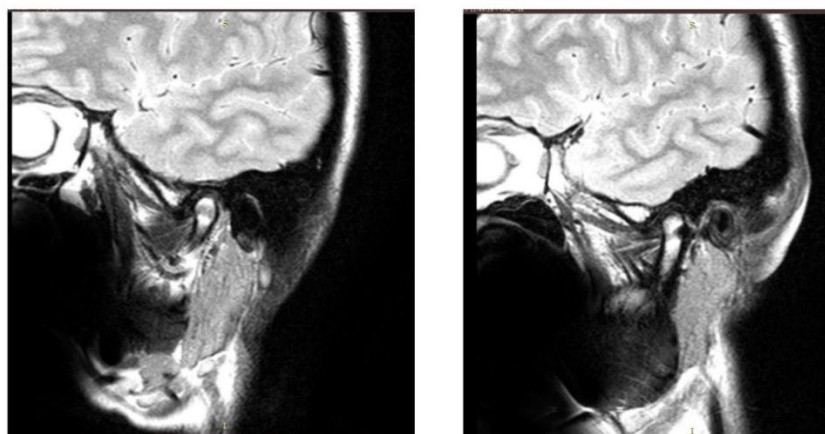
МРТ ВНЧС в кососагиттальной проекции пациентки Н. после проведения этапа коррекции внутрисуставных нарушений
